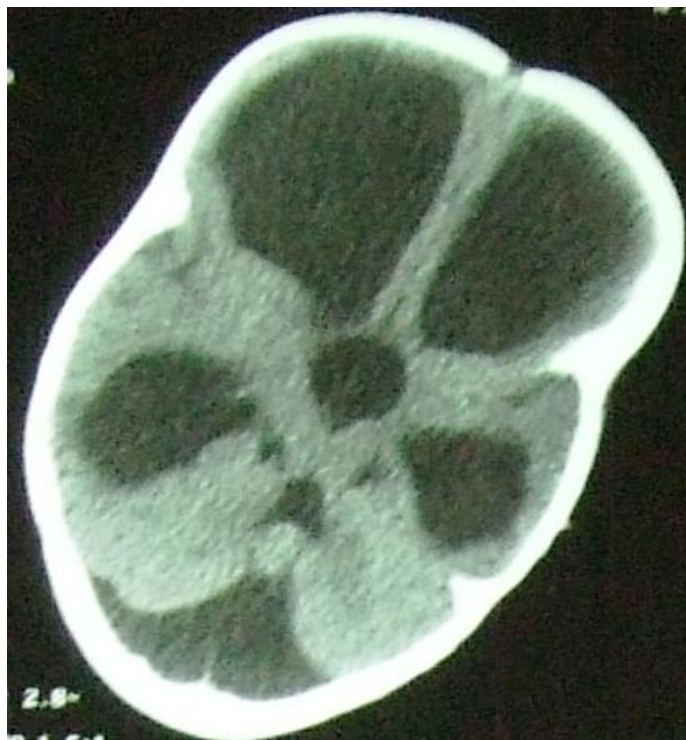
TDM objectivant un kyste arachnoïdien avec une agénésie vermienne. .
